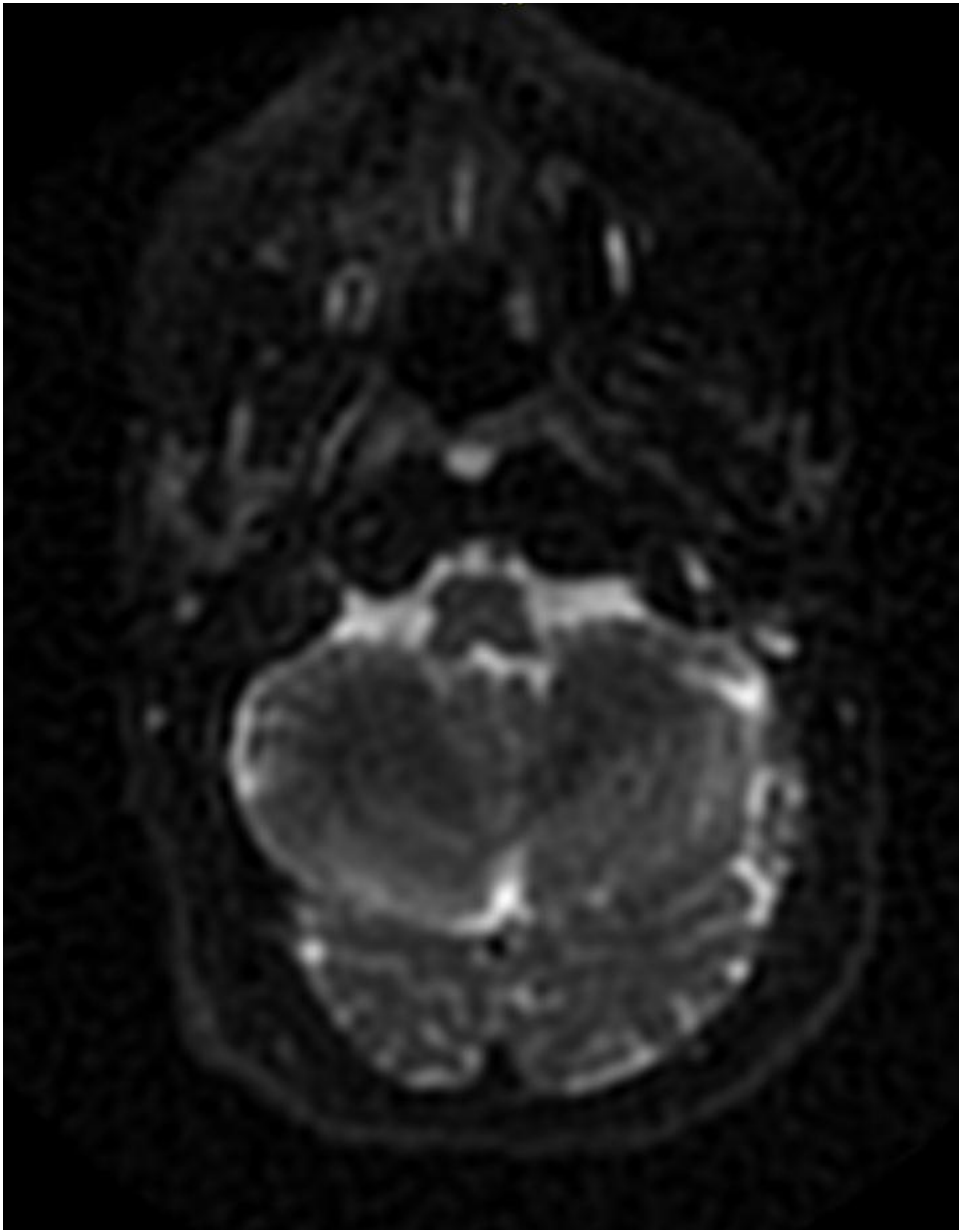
IRM en séquence diffusion objectivant une restriction en diffusion compatible avec une récurrence.
